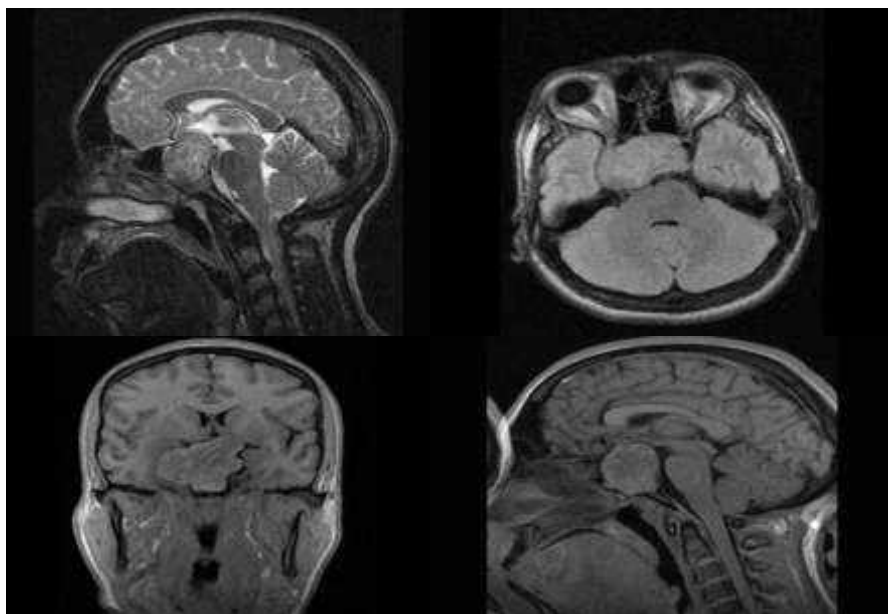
Спостереження №150. Пацієнт С-ий, чоловік 26 років, історія хвороби № 5391. МРТ голови. Велетенська інвазивна АГ
